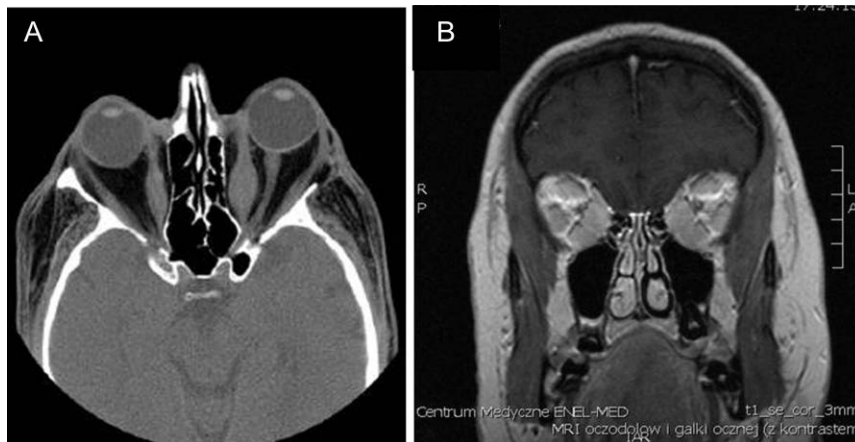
CT projekcja osiowa (A) i MR projekcja wieńcowa (B) oczodołów w orbitopatii tarczycowej. Wyłączenie obecności innych zmian: guz nowotworowy, guz zapalny, zmiana naczyniowa; uwidocznienie proptozy obustronnego pogrubienia mięśni okoruchowych bez zajęcia przyczepów ścięgnistych, wg częstości proste: dolny > przyśrodkowy > górny > boczny; zwiększenia tłuszczu oczodołowego; ucisku na nerw wzrokowy w stożku oczodołu.
